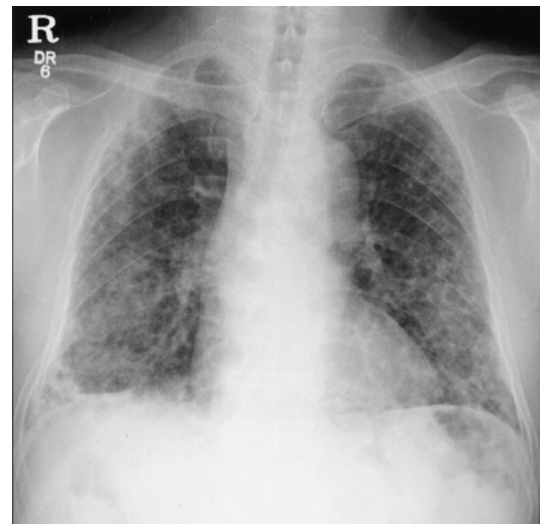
Chest X-ray showed numerous small cavities and nodules on both lungs.
